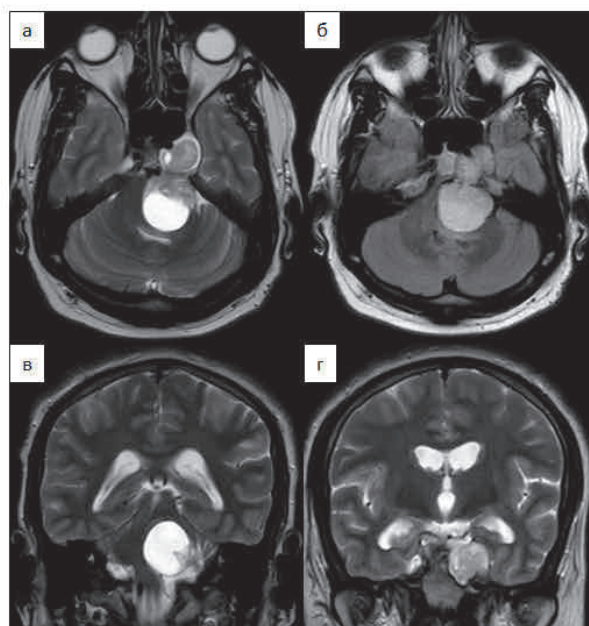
МРТ головного мозга пациента М. до операции. Опухоль левого мостомозжечкового угла, компримирующая ствол головного мозга: а – аксиальный срез в T2-режиме; б – аксиальный срез в режиме FLAIR; в – коронарный срез, опухоль в задней черепной ямке; г – коронарный срез, опухоль в средней черепной ямке
